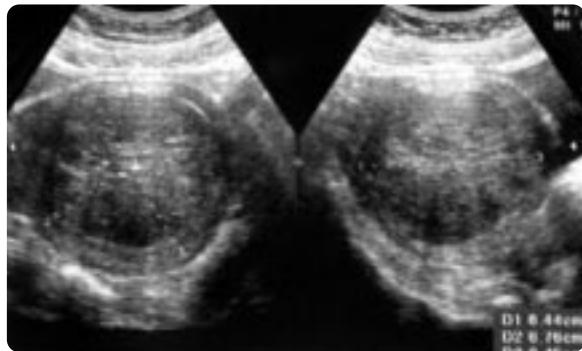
3 weeks follow-up transabdominal USG after uterine artery embolization, marked decreased size of myoma about 6.4x6.8 x 6.5cm
